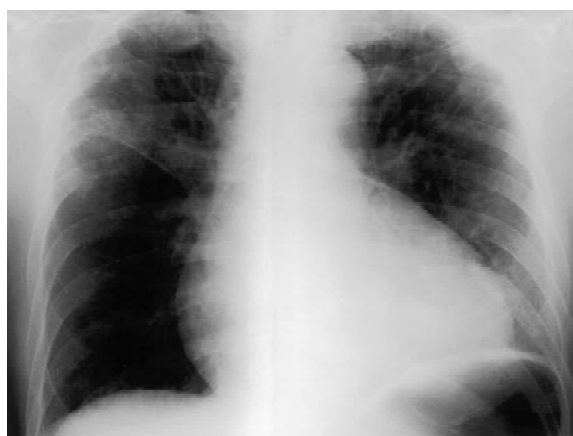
Chest X-ray revealed an enlarged cardiac silhouette.
